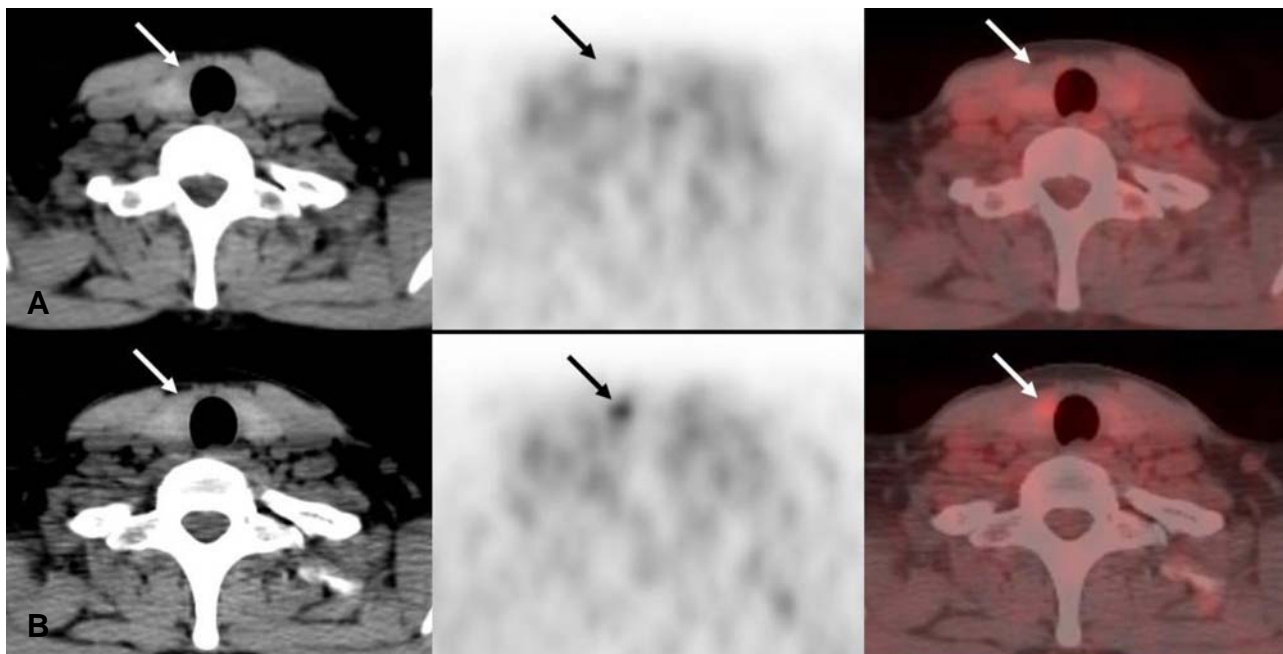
A 39-year-old female with 0.3 cm sized papillary thyroid microcarcinoma underwent dual time point ¹⁸F-FDG PET/CT (A, B) before surgery. Hypermetabolic lesion was not seen (negative finding) in first scan (A), but focal increased ¹⁸F-FDG uptake was seen (positive finding) in right thyroid gland in second scan (B). The SUVmax of papillary thyroid microcarcinoma in the first scan was 1.8, whereas that of the second scan was 3.1. The percent change of SUVmax was 72.2%.
